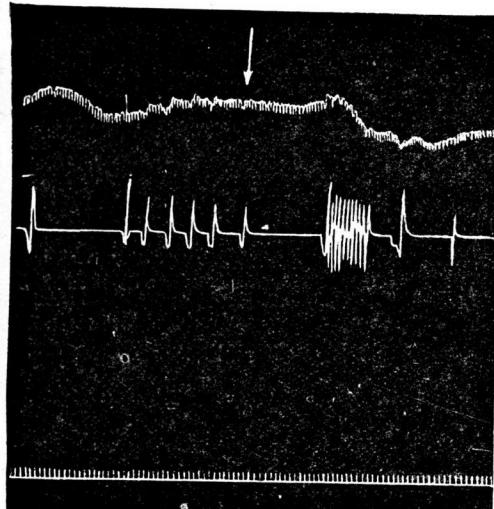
Падение артериального давления при перфузии продольного синуса.
